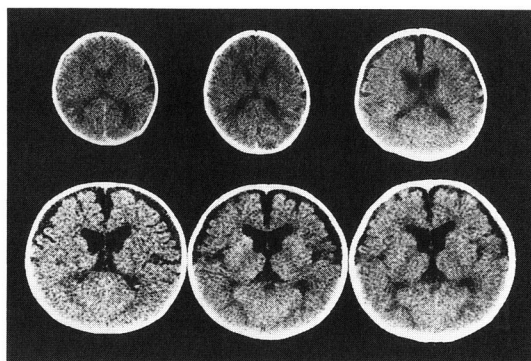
Serial CT findings in Benign subdural effusion.
